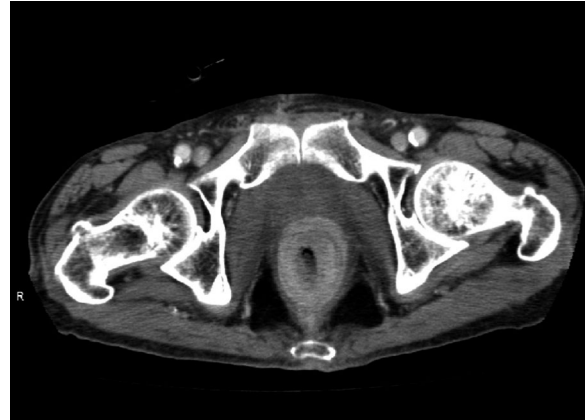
Computed tomography after radiation therapy revealed disappearance of the recurrence.
